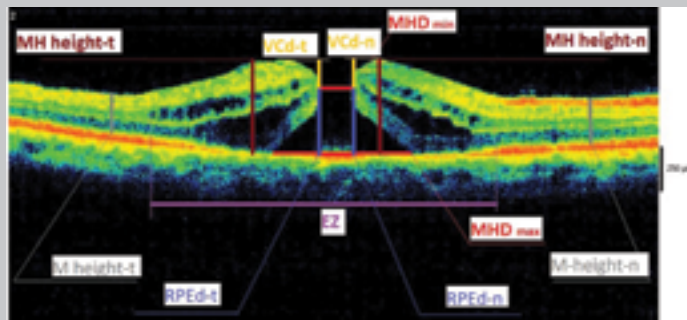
Основные параметры расчёта по данным оптической когерентной томографии
